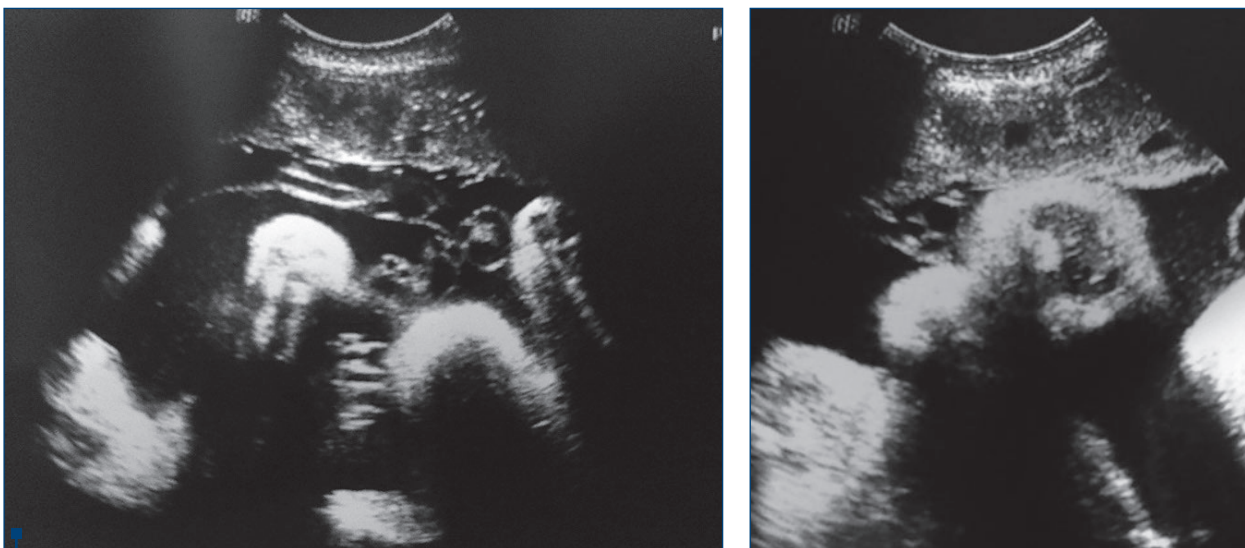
Aspectul ecografic al placentei - remarcăți prezența a numeroase lacuri vasculare și mici depozite hiperecogene
